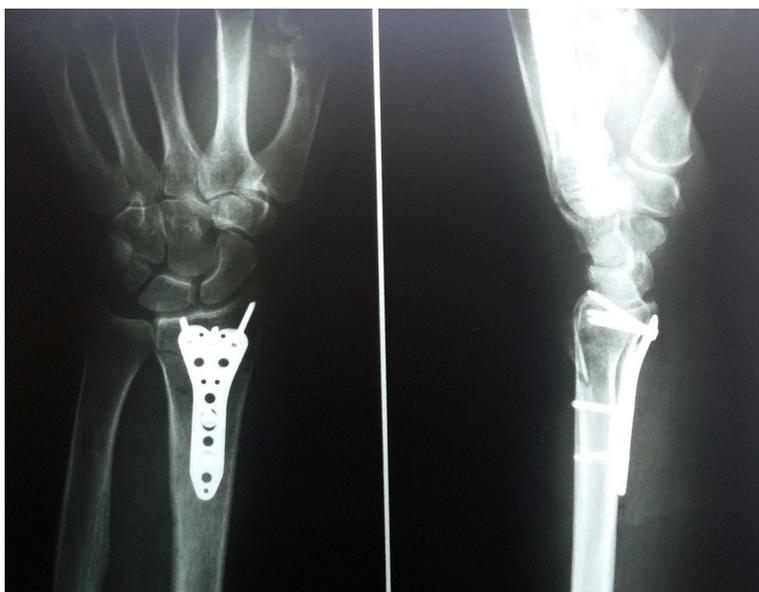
Контрольная рентгенограмма через 3 месяца
